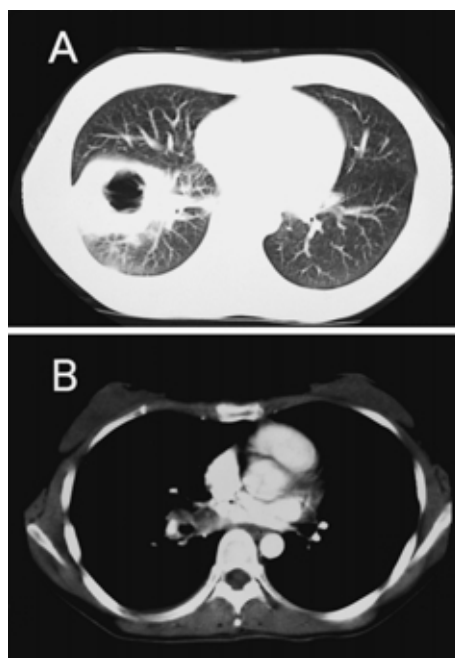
Chest CT film on admission, showing a tumor with a cavity in the right S8 (A) and a right hilar lymphadenopathy (B)
